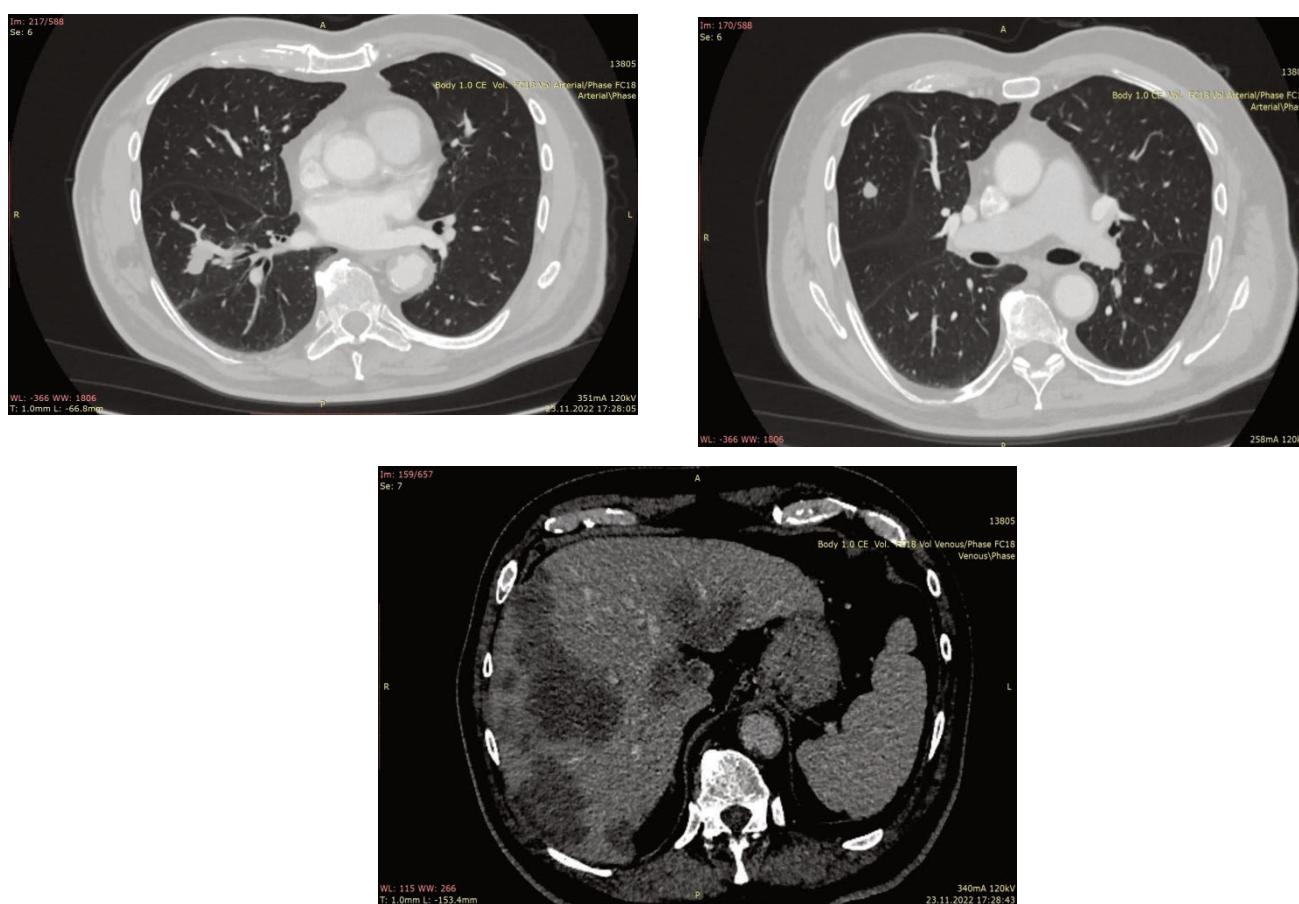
КТ грудной клетки и брюшной полости с в/в контрастированием Увеличение размеров имевшихся и появление новых метастатических очагов в легких, печени
